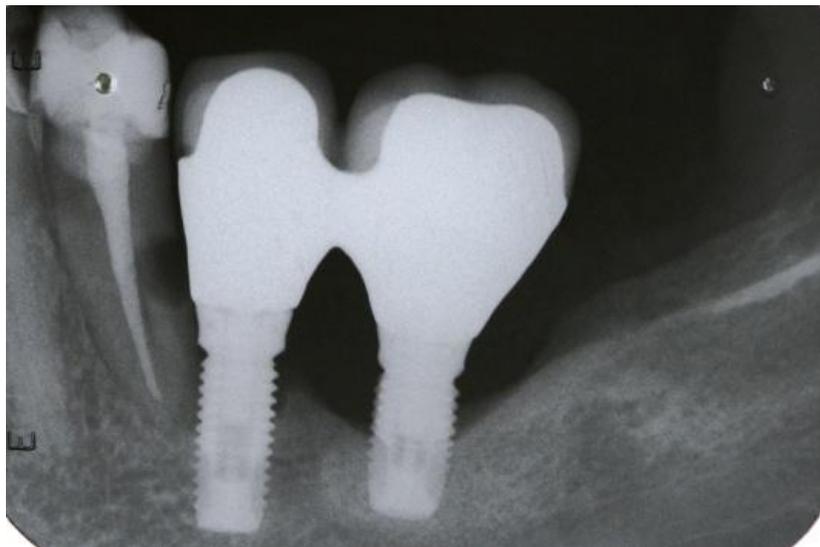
Radiografia periapical de paciente com peri-implantite (direita). Nota-se proximidade do implante-prótese mesial do elemento 33, com cárie radicular distal.
